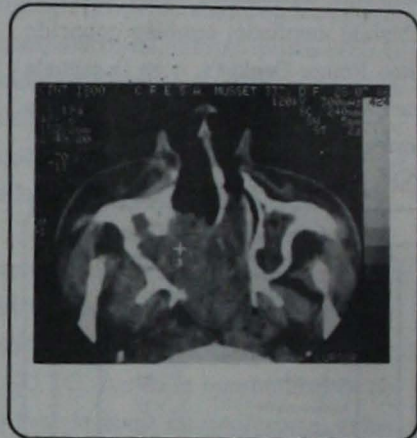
Caso 2, TC en corte axial donde se observa tumor en fosas nasales, rinofaringe, seno maxilar derecho, FTM.
